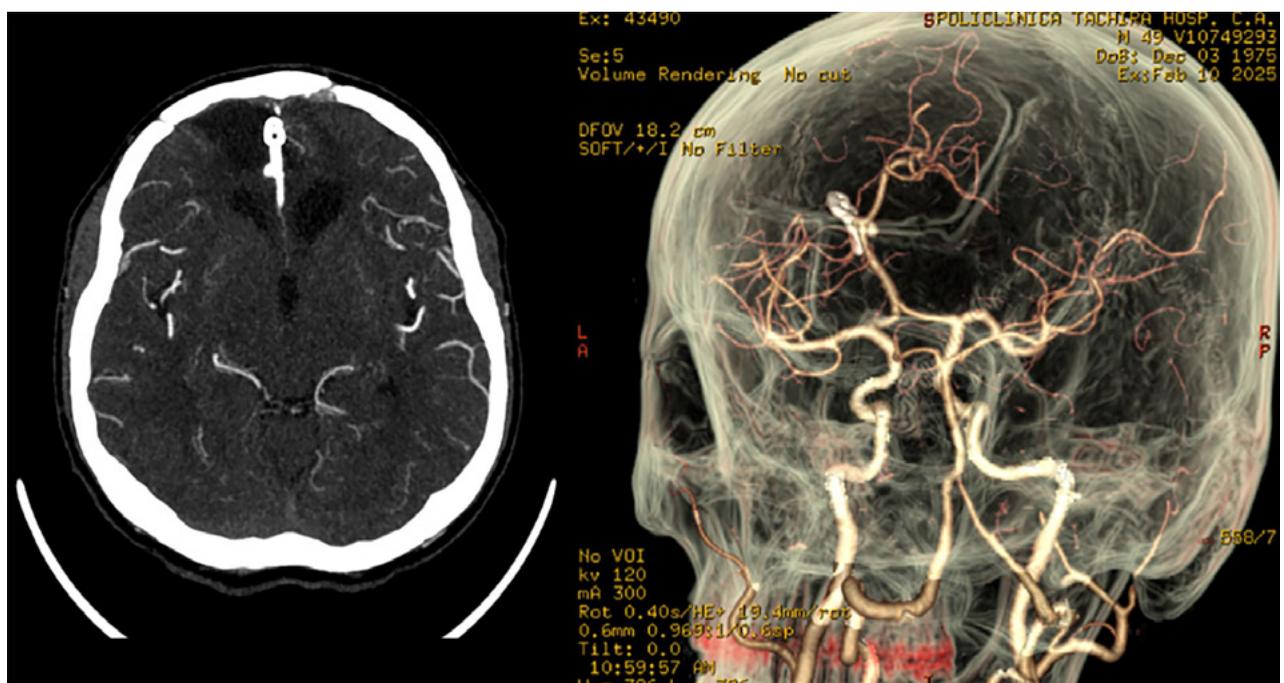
Angiotomografía cerebral. En corte contrastado axial se observa: cuerpo hiperdenso en fisura interhemisférica que genera discreto efecto Hounsfield correspondiente con clip simple de palas rectas normoposicionado, área de encefalomalacia orbitofrontal de predominio izquierdo. En reconstrucción 3D: exclusión de la circulación de aneurisma de ACAa, clip normoposicionado, preservación de ramos vasculares distales.
